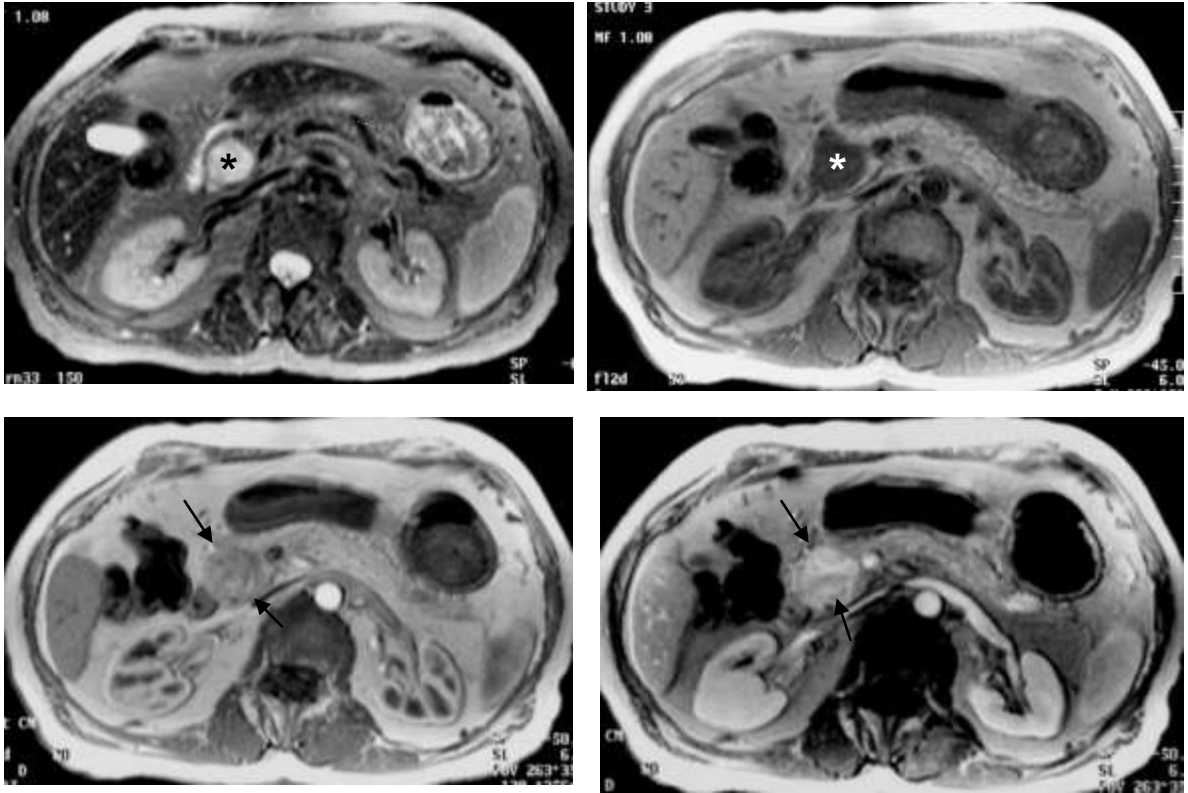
72 anos, fem – Tumor neuroendócrino não-funcionante. Cortes axiais do abdômen superior por Ressonância magnética, com imagem pesada em T2 (A), e imagens pesadas em T1 antes (B), imediatamente após (C), e tardiamente após (D) a injeção endovenosa de contraste paramagnético. Nota-se lesão arredondada, localizada na cabeça do pâncreas, hiperintensa em T2 (*) e hipointensa em T1 (*), com acentuado reforço nas fases pós-contraste (setas). Destaca-se o fato da lesão estar localizada na cabeça do pâncreas, porém sem causar dilatação ductal pancreática.
